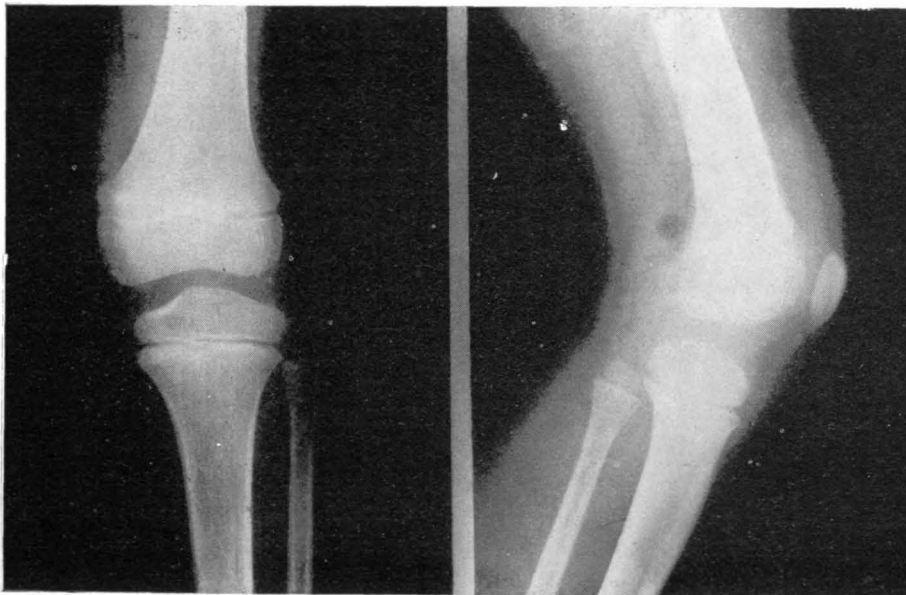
Radiografías iniciales. No se evidencia lesión de la placa epifisaria.
